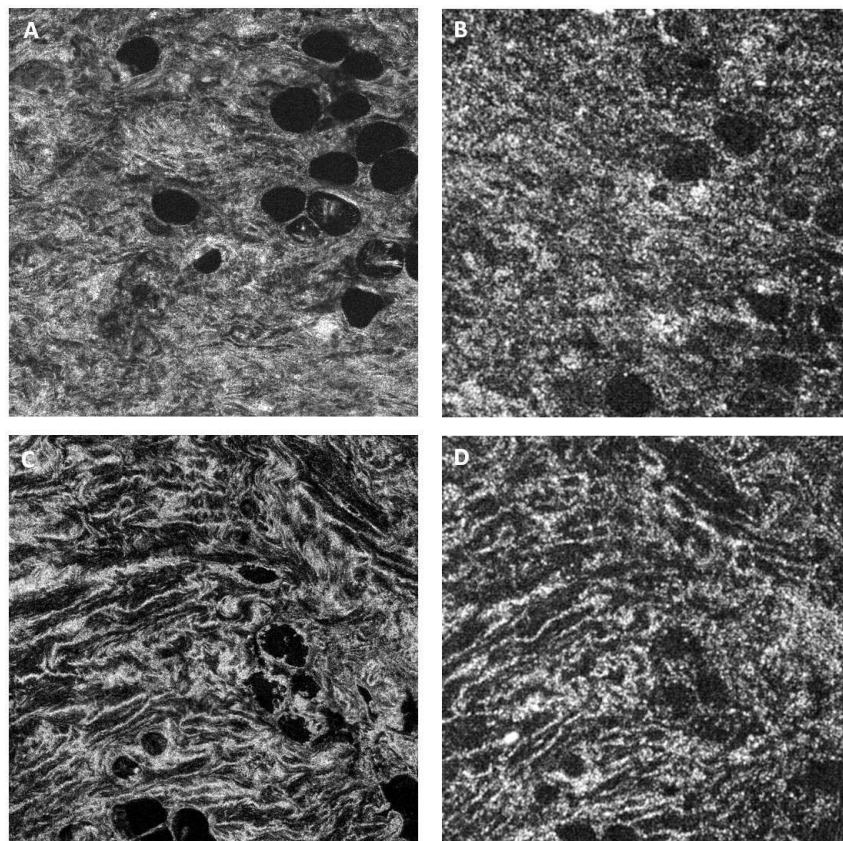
Images d'échantillon de sein fixé *ex vivo*, profondeur 50 μm , avec le système commercial Light-CT (A) (C) et avec notre sonde rigide (B) (D).
